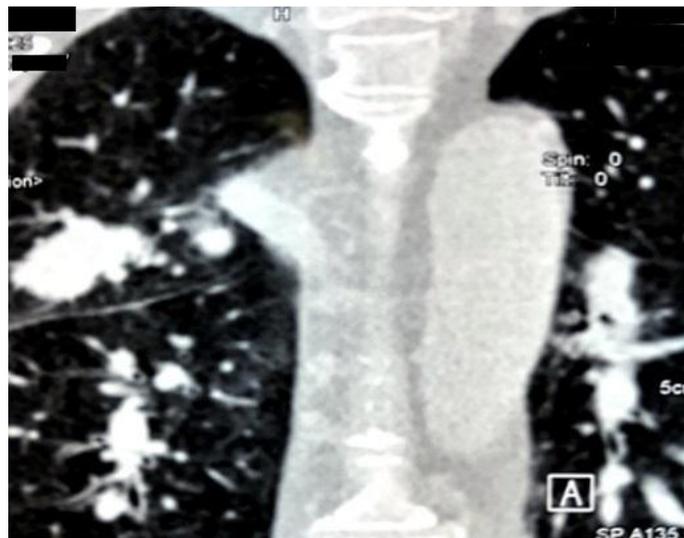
CT scan after 9 months
